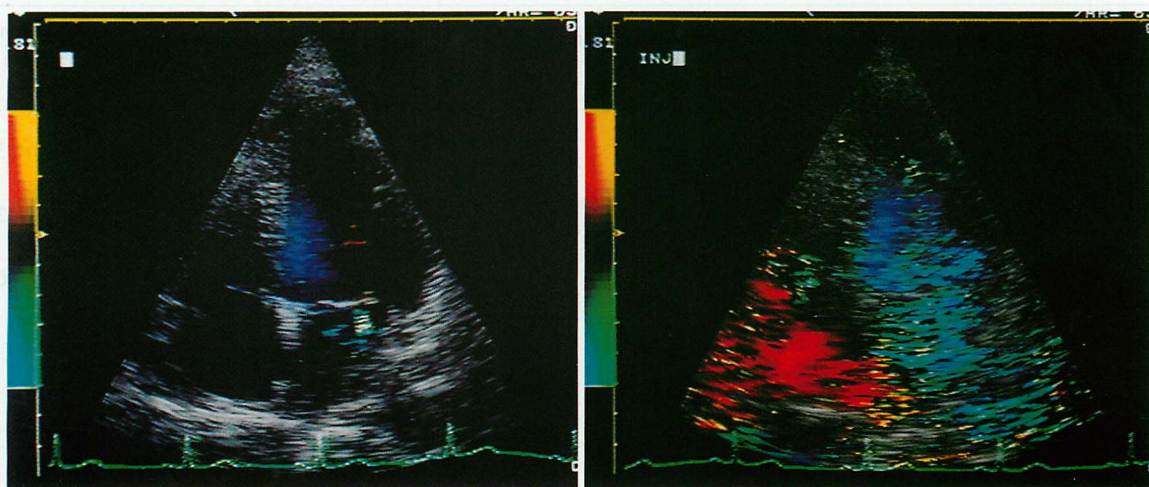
Excessive Doppler signal enhancement by SH/TA-508 for mitral regurgitation
